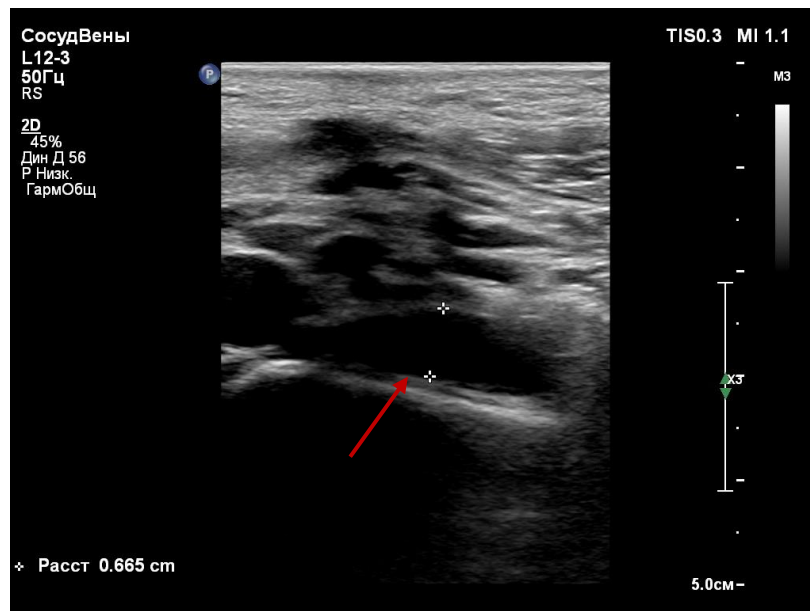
Эхограмма трансабдоминального УЗИ. В-режим.
